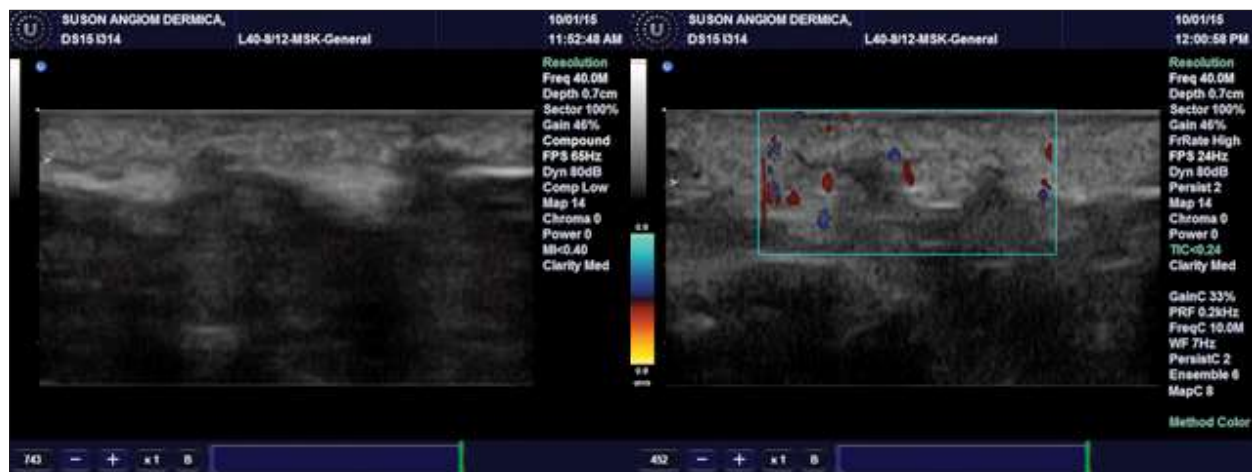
Imagini de HFUS efectuate în regiunea infraombilicală ce evidențiază mici hernieri ale hipodermului în dermis hiperecogen supraiacent, asociat cu flux vascular crescut în examinarea Doppler color.
